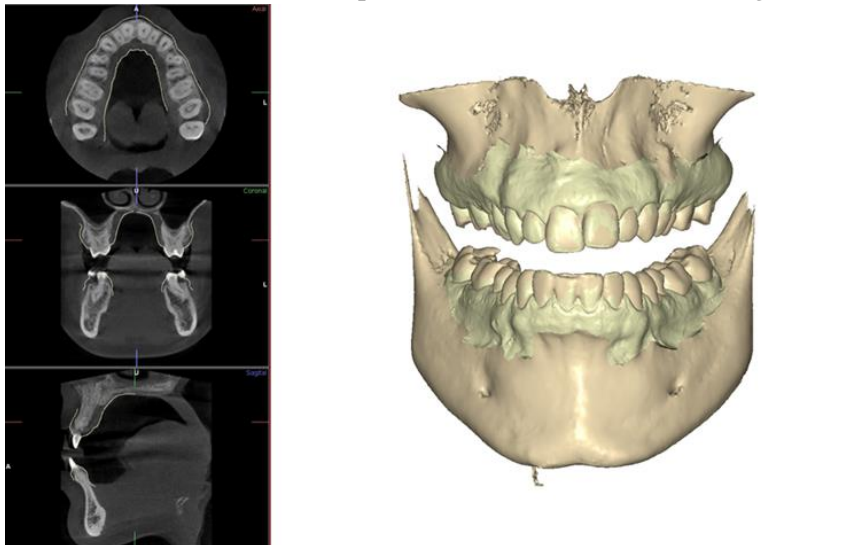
Representación de la integración completada del modelo digital al CBCT. La línea amarilla representaría el contorno del modelo de la dentición integrado en el CBCT. Fuente: archivo personal.
